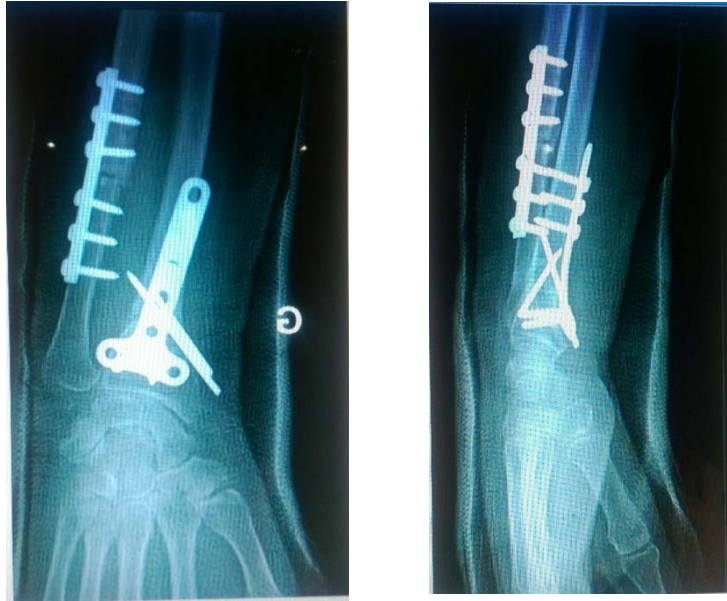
Radiographie de face et profil du poignet gauche après correction du cal vicieux par ostéotomie d'ouverture associée à un geste de raccourcissement de l'ulna(*).
